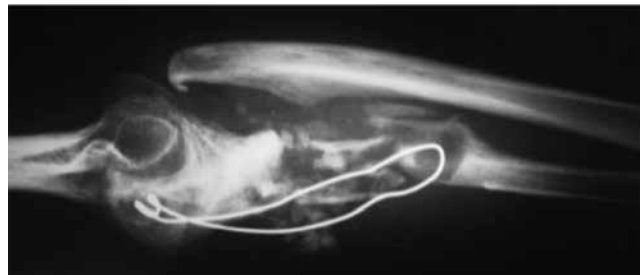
Radiografía lateral de antebrazo al ingreso, donde se observa una resorción del injerto óseo, osteosíntesis insuficiente, pseudoartrosis y luxación radiocubital así como radiohumeral.
